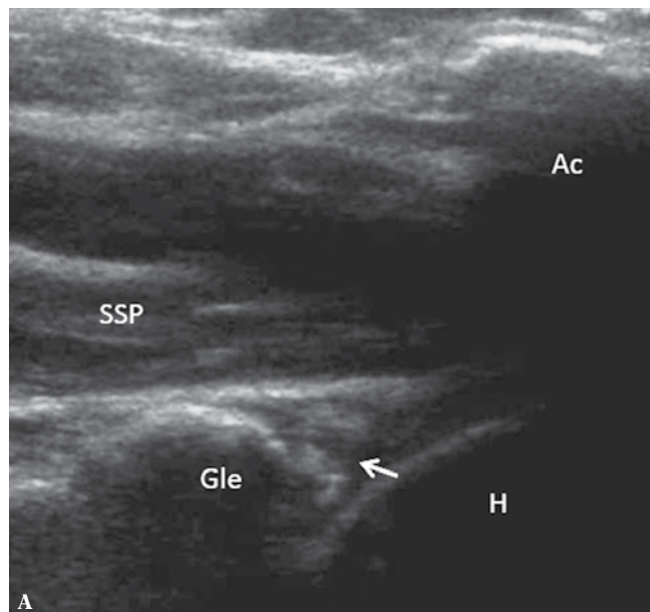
Uszkodzenie obrąbka w części górnej (SLAP). Dynamiczne badanie USG, przy przyłożeniu sondy do przodu od obojczyka uwidoczniła fazy przemieszczania się obrąbka (strzałki) na górną część panewki: A. obrąbek w pozycji anatomicznej; B. spłaszczenie obrąbka z częściowym przemieszczeniem na panewkę; C. całkowite „wywinięcie” obrąbka na panewkę; H – głowa kości ramiennej, Gle – panewka, Cla – cień akustyczny obojczyka, SSP – ścięgno mięśnia nadgrzebieniowego
